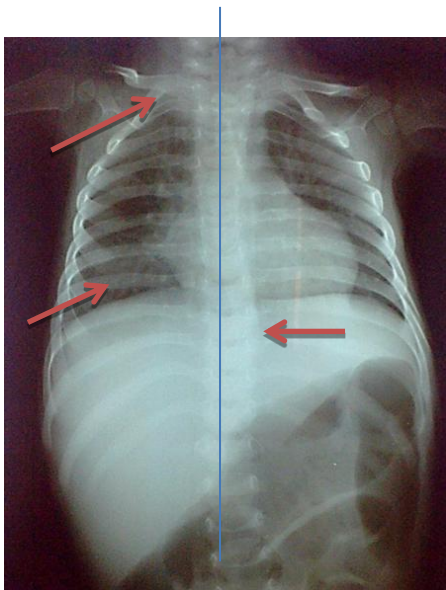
Radiografía de Tórax anteroposterior. Crecimiento de cavidades derechas, infiltrado parahiliar bilateral, engrosamiento claviclar en el extremo esternal, costillas amplias, disostosis múltiple, escoliosis lumbar.
